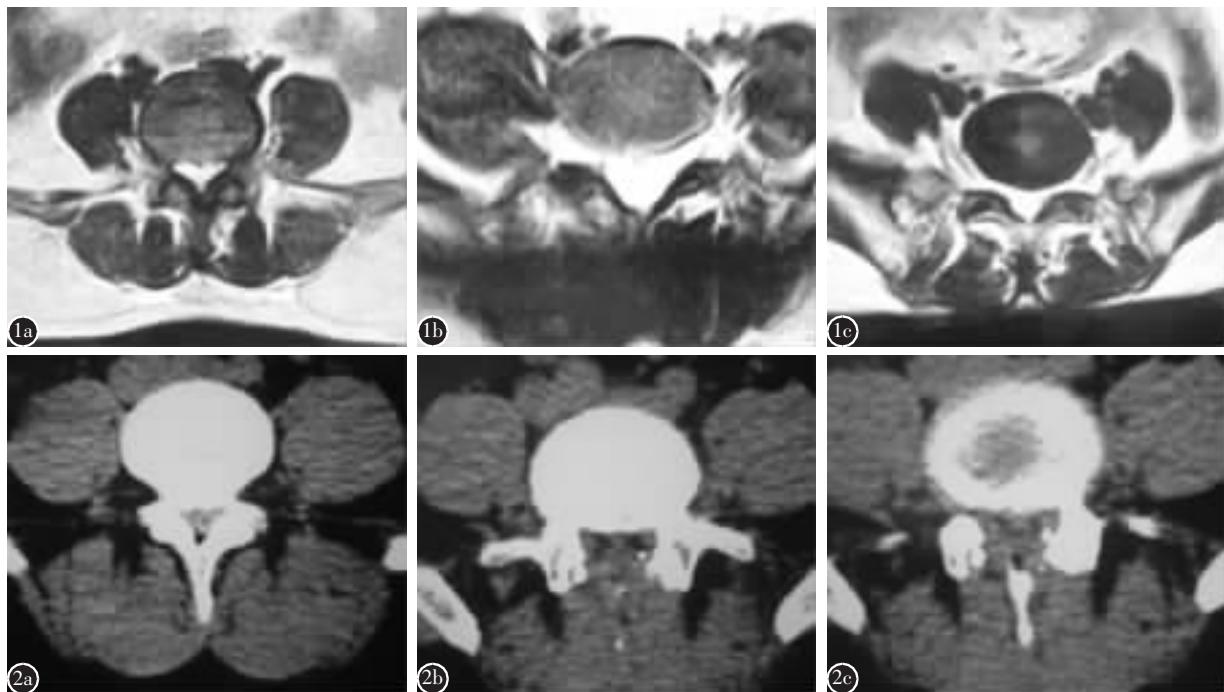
a术前MRI显示L4/5椎间盘退变突出，黄韧带肥厚致椎管狭窄 b经内窥镜下手术彻底减压术后MRI显示椎管减压充分 c术后3年随访复查MRI显示椎管宽大，未发现复发 图2 a术前CT显示椎间盘退变突出钙化，小关节突增生内聚致椎管骨性狭窄 b经显微镜下双侧入路切除中央巨大的骨化的椎间盘，术后复查CT显示椎管减压充分 c术后2年随访复查CT显示椎管宽大，未发现复发
